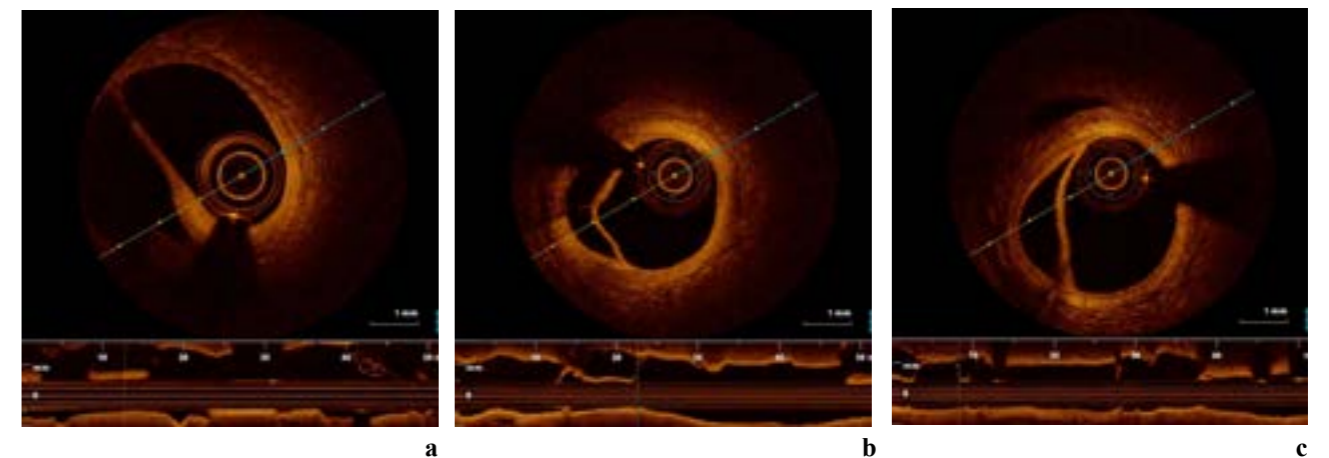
Optical coherence tomography (OCT) one week later
